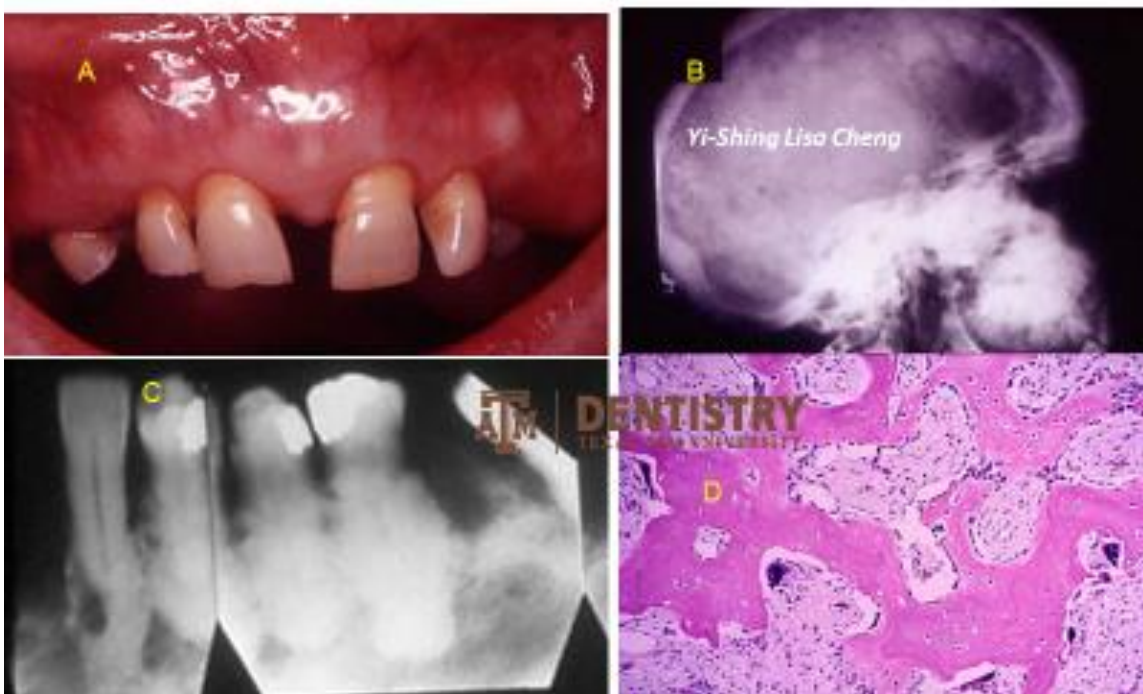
La figura A muestra una imagen intraoral del maxilar, con aumentos de volumen en la zona de las raíces de los dientes. La figura B es una radiografía del cráneo donde se aprecia engrosamiento de la cortical, expansión y deformación ósea, se aprecian lesiones radiopacas en un patrón denominado “copos de algodón” patognomónico de la enfermedad de Paget. La figura C es una serie de radiografías dentales, en las que se observan zonas radiopacas en el hueso adyacente a los dientes. La figura D es una fotomicrografía donde se aprecia formación de tejido óseo de manera desorganizada y con un aumento en la actividad de osteoclastos y osteoblastos.
